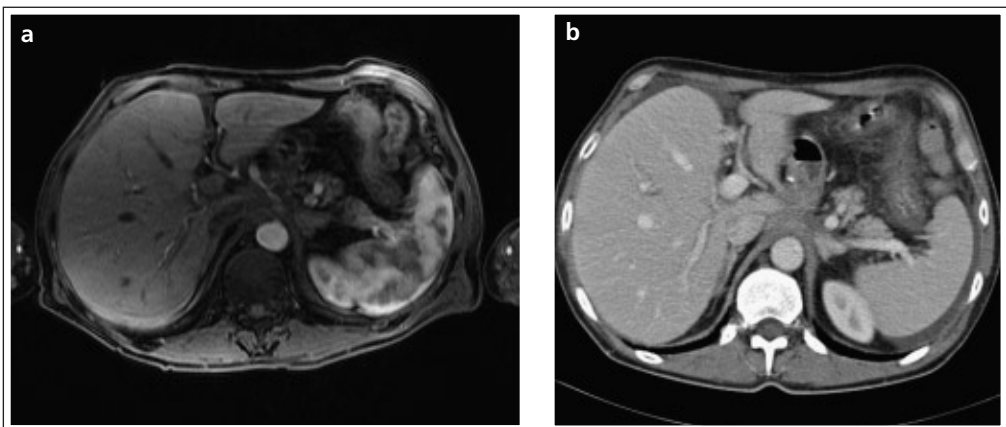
a, b Nebennierenmetastase bei einem Patienten mit Bronchial-Ca, die sowohl in der MRT (a) als auch CT (b) erkannt wurde.
